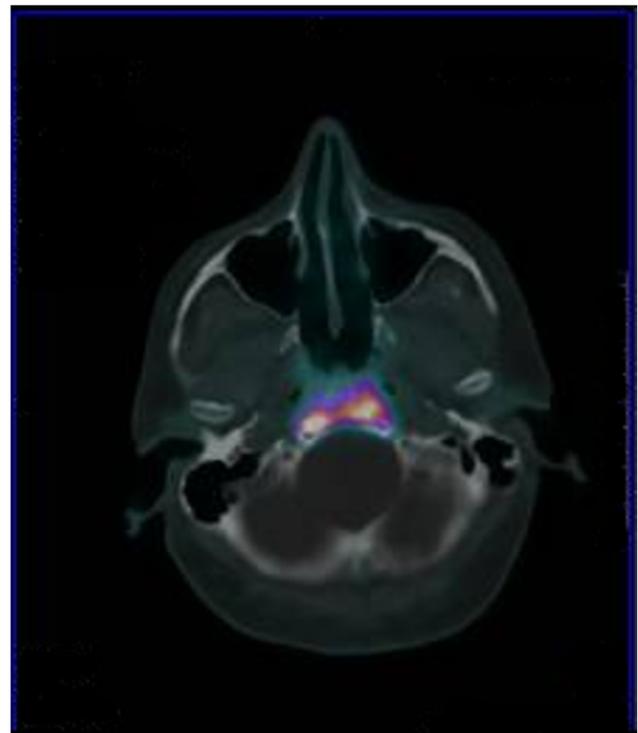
PET-TC con ⁶⁸Gallio della regione sellare con evidenza di aumentata captazione del tracciante recettoriale in corrispondenza del residuo post-chirurgico localizzato in sede sotto-chiasmatica destra con estensione verso il seno cavernoso bilateralmente (destra > sinistra)
